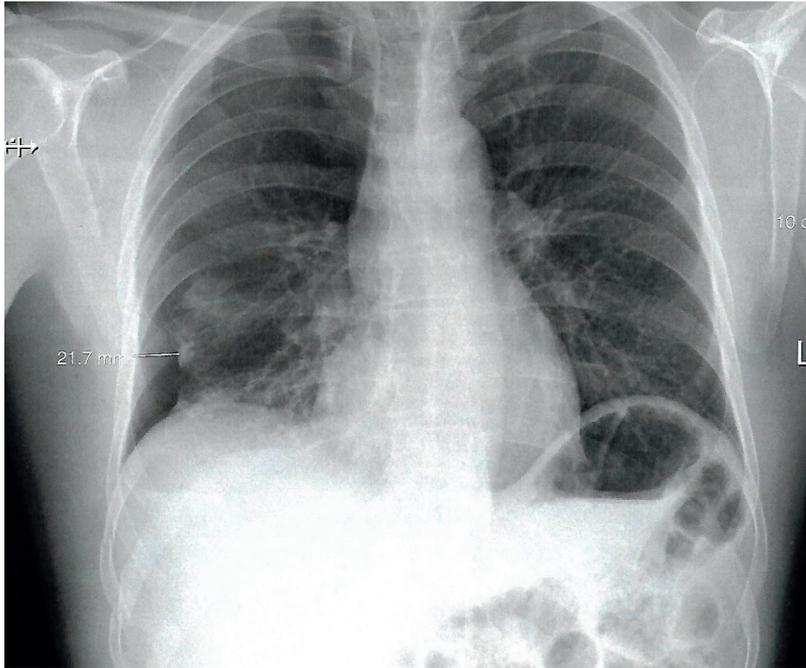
Pneumothorax in der a.p. Röntgen-Thorax-Aufnahme nach Entlastungspunktion
